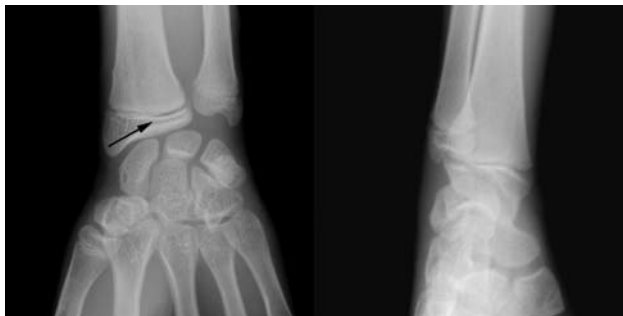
Цифровые микрофокусные рентгенограммы правого лучезапястного сустава в прямой и боковой проекциях ребенка Р., 14 лет, с травмой правого лучезапястного сустава. Определяется линия просветления в зоне роста правой лучевой кости, что свидетельствует о наличии эпифизеолиза проксимального эпифиза правой лучевой кости без смещения (стрелка)
